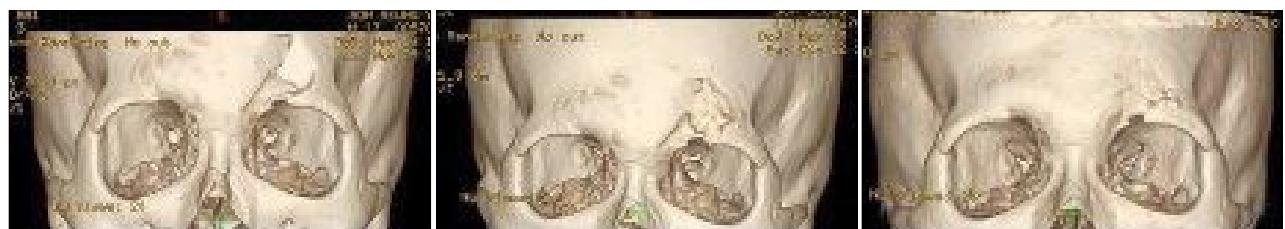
A 3-dimensional computed tomography shows frontal bone reconstruction using particulated mandibular bone graft. (Left) Preoperative view. (Center) immediate postoperative view. (Right) 9 months postoperative view.
